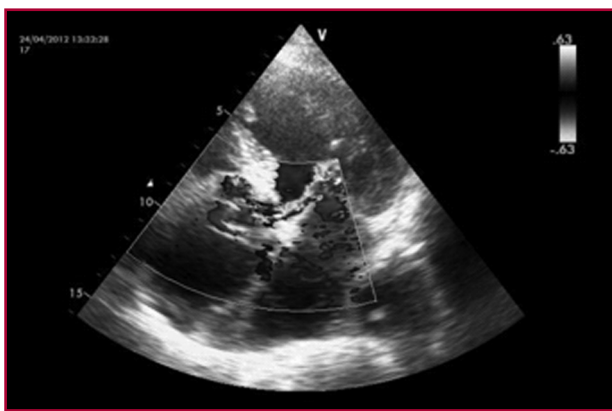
Ecocardiograma transtorácico, vista 5 cámaras apical, que muestra jet de regurgitación aórtica excéntrico dirigido a la valva anterior mitral.
